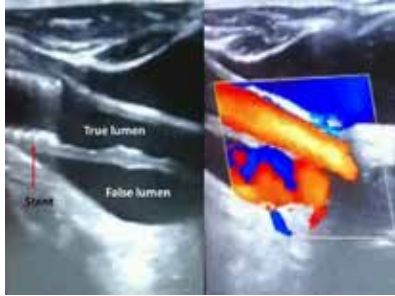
The carotid artery dissection in doppler ultrasonography.
